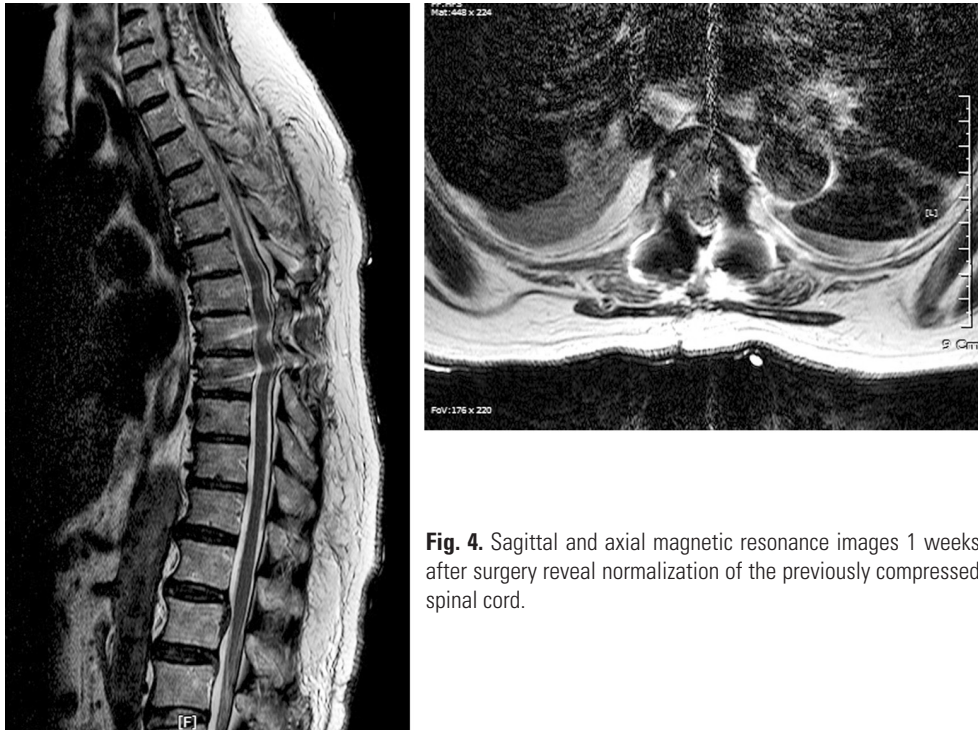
Sagittal and axial magnetic resonance images 1 weeks after surgery reveal normalization of the previously compressed spinal cord.
